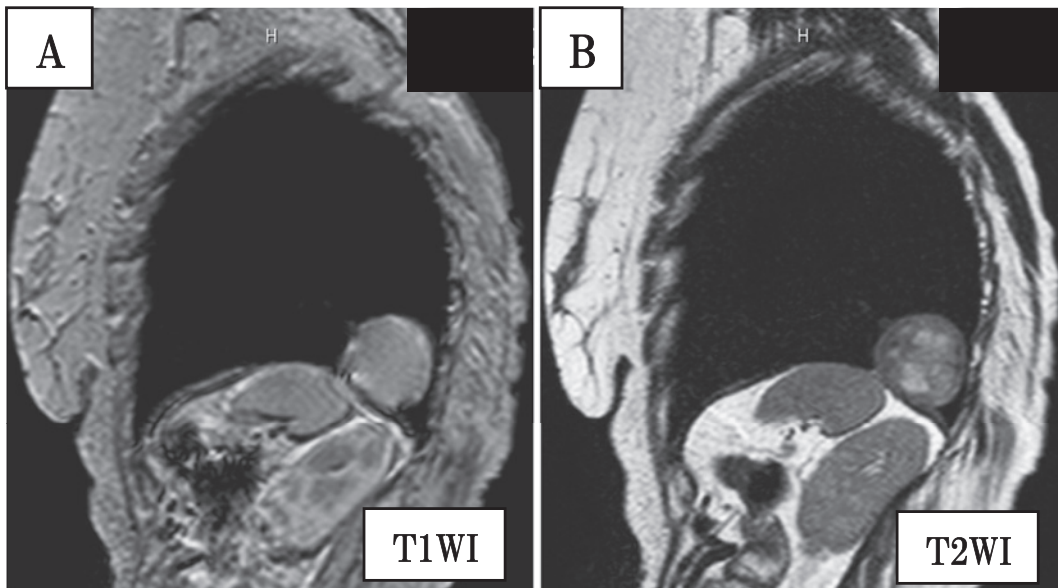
Magnetic resonance imaging (MRI) shows homogeneous isointensity on T1-weighted images (A) and heterogeneous high isointensity on T2-weighted images (B).
